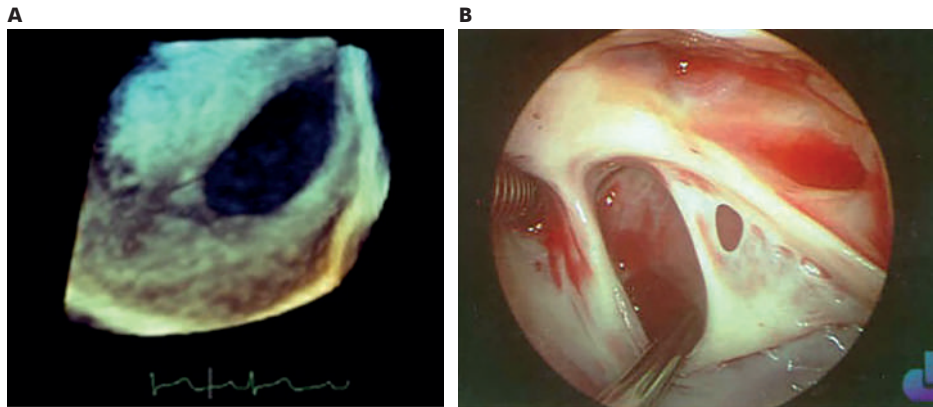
• Na figura A, encontra-se uma imagem recolhida por ecocardiografia tridimensional, demonstrando uma CIA na região da fossa oval. Na figura, B está uma Imagem obtida durante uma cirurgia (visão do cirurgião) de duas CIA na fossa oval, uma de maiores dimensões (localizada com a pinça) e outra mais pequena.
